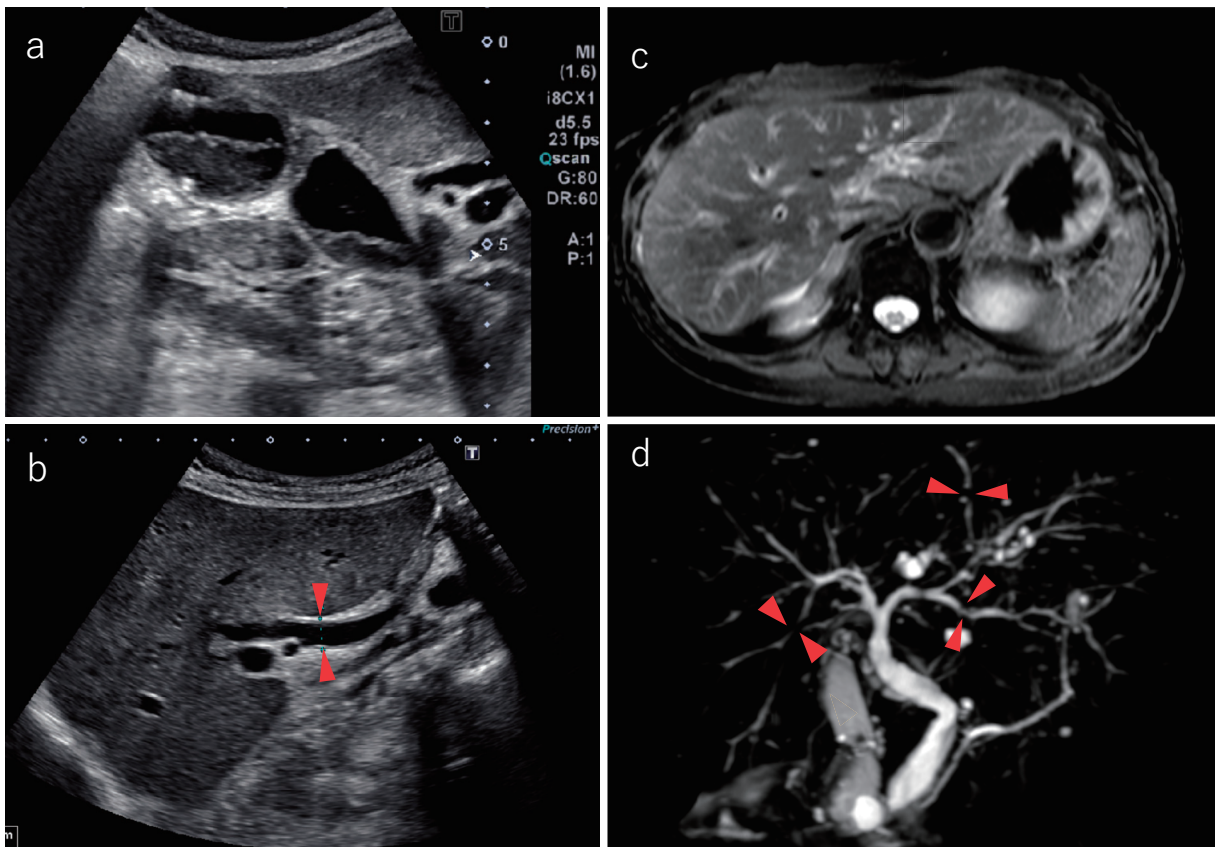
(a, b) Ultrasonography findings at the first admission. (a) Enlargement of gallbladder, thickening of the gallbladder wall. (b) Dilated common bile duct and biliary hypertrophy (arrowheads). (c, d) Magnetic resonance imaging findings at the first admission. (c) Edema around the intrahepatic bile ducts. (d) Irregularly narrowed intrahepatic bile ducts and stenosis of the peripheral bile ducts (arrowheads).
